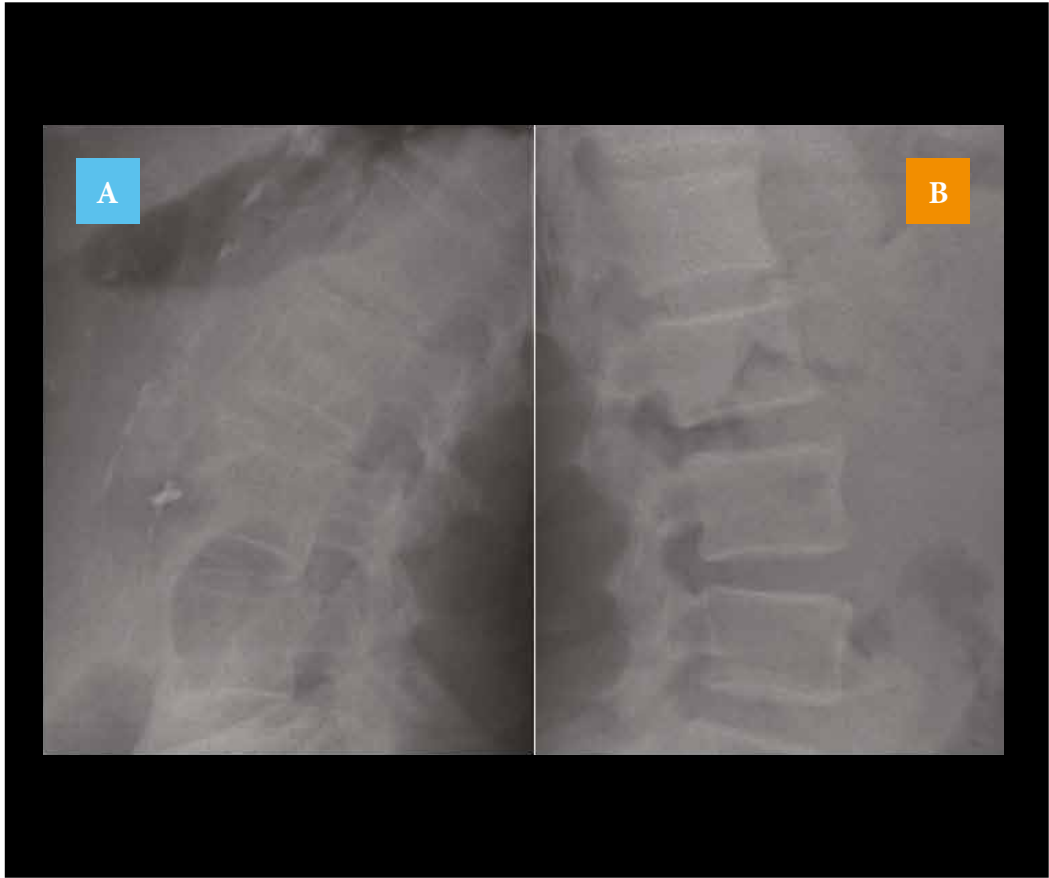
Radiografía de una paciente hipertensa (A) de 78 años con 5 años en terapia de hemodiálisis (score 21) y un paciente diabético de 71 años con 3 meses en terapia de hemodiálisis (score 0).
